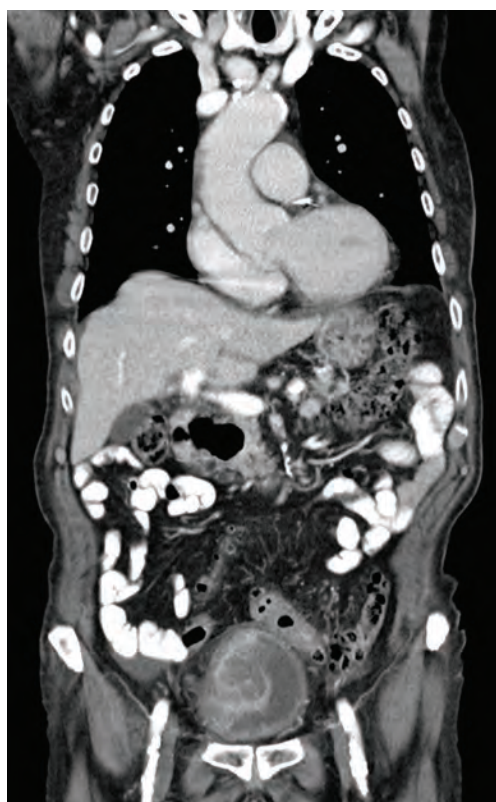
CT des Abdomens und des Beckens mit KM in koronarer Ebene – myoinvasives Urothelkarzinom der Harnblase pT2 G3.
